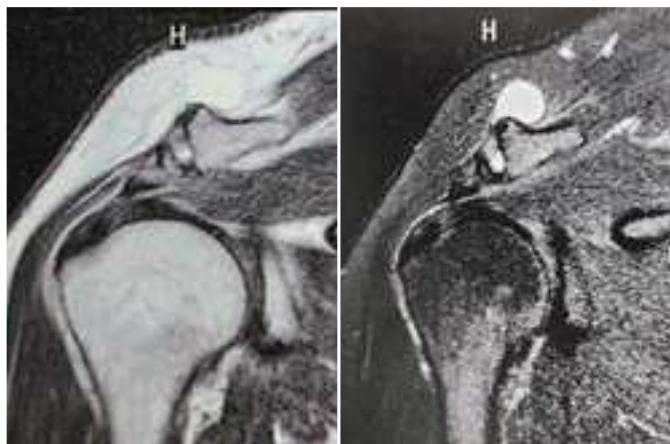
Ressonância magnética do ombro direito, corte coronal, em T1 e T2, evidenciando Sinal de Geiser, com cisto acima da articulação acrômio-clavicular.
